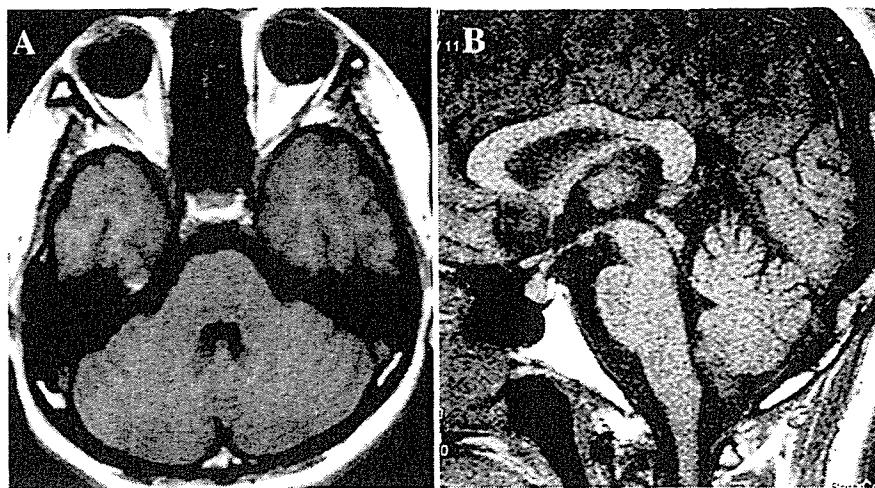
Brain magnetic resonance images. T1-weighted axial image (A) showed no obvious cerebellar atrophy, but it would seem that sagittal image (B) show subtle atrophy of superior cerebellar vermis compared to age-matched normal control.
